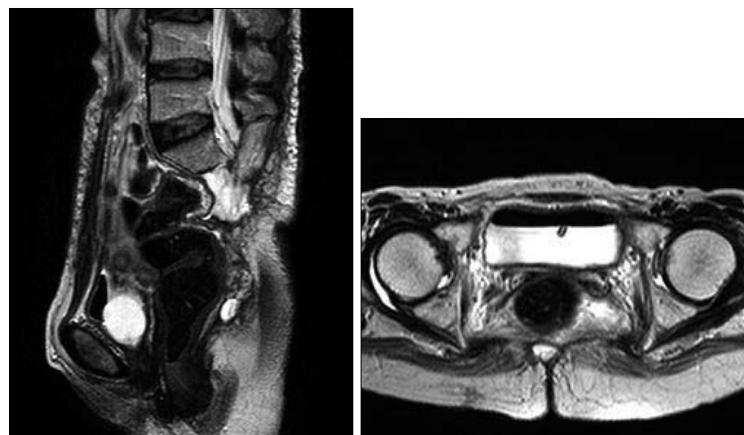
Postoperative MRI (POD#29)-T1-weighted magnetic resonance image shows total resection of massive sacral chordoma mass. (Left) Sagittal view, (Right) Vertical view.
